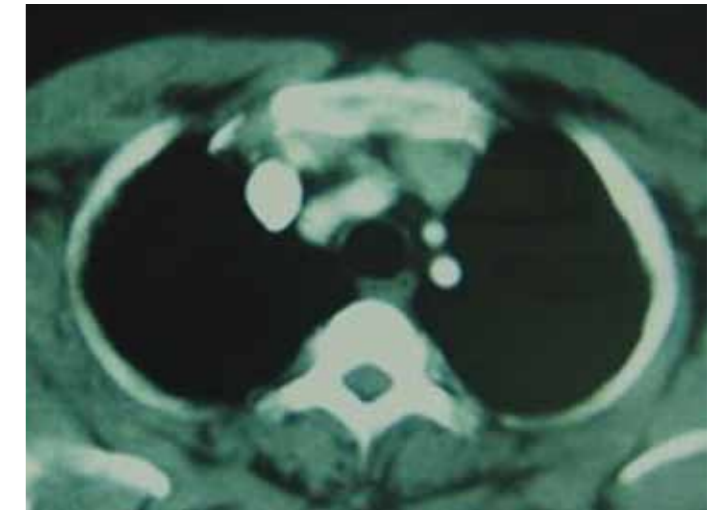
Thorax CT after six months of anti-tuberculosis therapy
